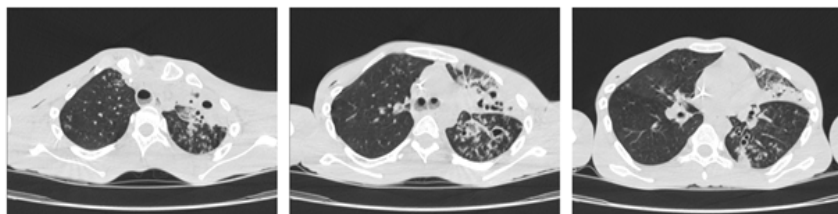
Пациент С., 20 лет. КТ ОГК от 28.05.2020 (описание в тексте)
